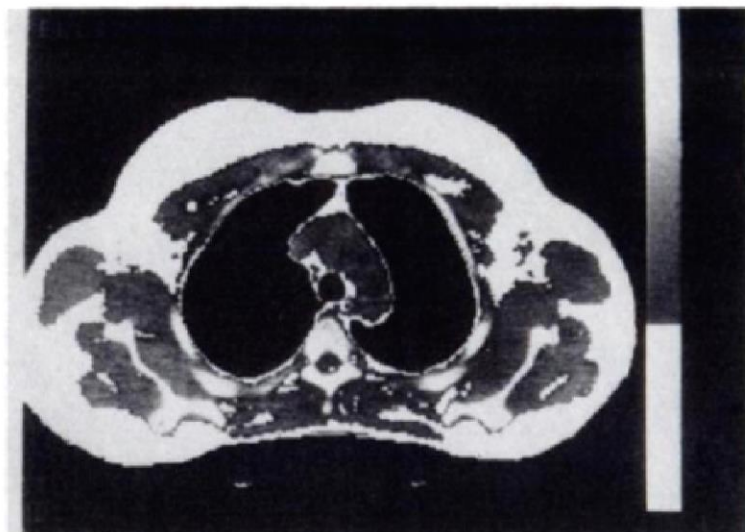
Computed tomographic scans at abdominal and thoracic levels in two obese subjects with similar body mass index (BMI) and different fat distribution. In subject A (BMI = 31.2) there is a prevalence of subcutaneous fat; in subject B (BMI = 31.0) there is a prevalence of visceral fat.
